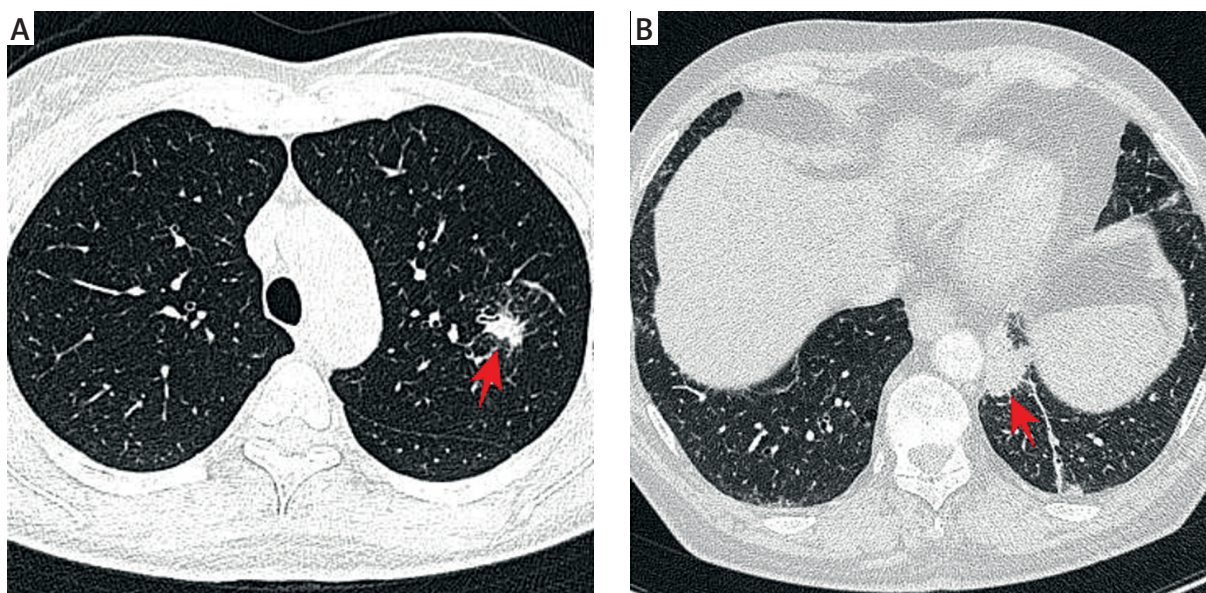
CT scan: A) suspicion of inflammatory or hyperplastic lesions; B) left lung tumour (Case II).
